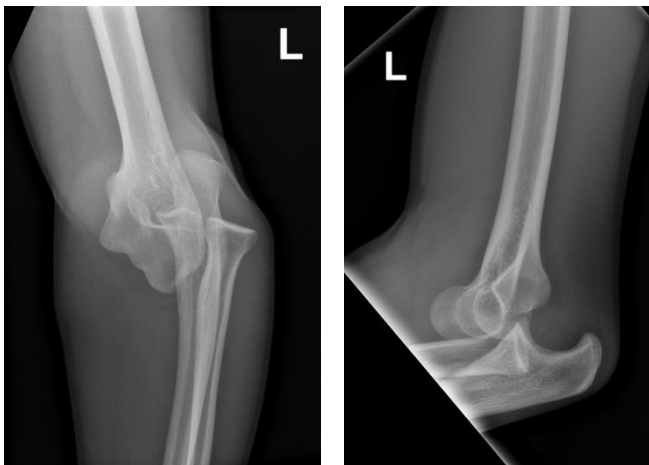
Radiografía AP y lateral de codo izquierdo.
